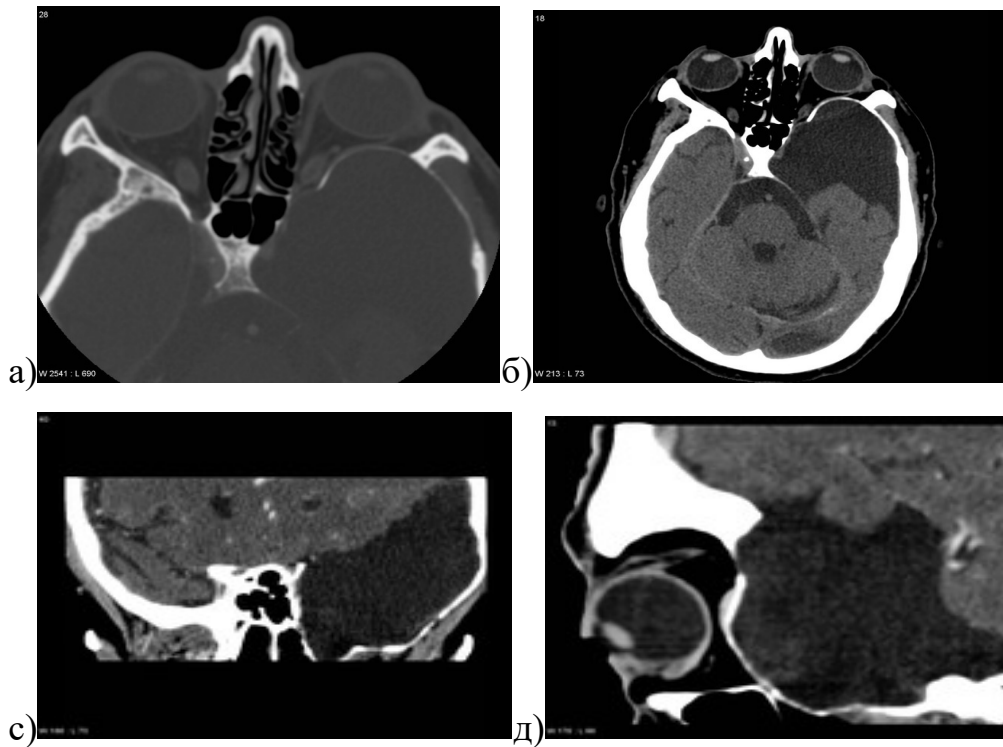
Спостереження № 94, вік 15 років і 2 місяці, АС середньої черепної ямки Galassi II, яка деформує скроневу та клиноподібну кістки а) комп'ютерна томограма в кістковому режимі, аксіальній площині демонструє витончення великого крила клиноподібної кістки та скроневої кістки б,с,д) комп'ютерні томограми в м'якотканинному режимі в аксіальній, сагітальній та коронарній площинах, яка демонструє деформацію та витончення клиноподібної та скроневої кісток, мас-ефект на скроневу, тім'яну та лобну частки.
